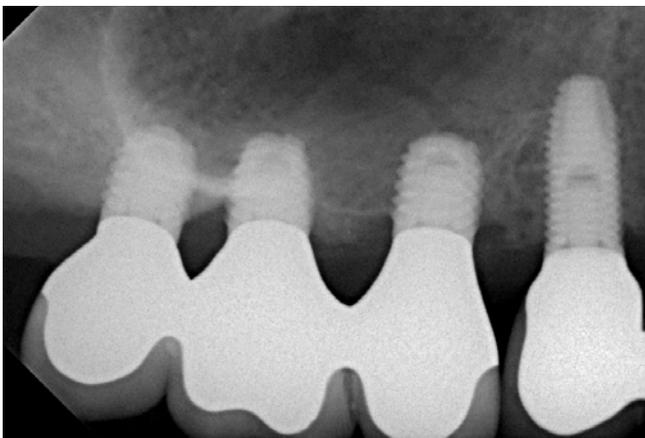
Das postoperative Röntgenbild der 58-jährigen Patientin
